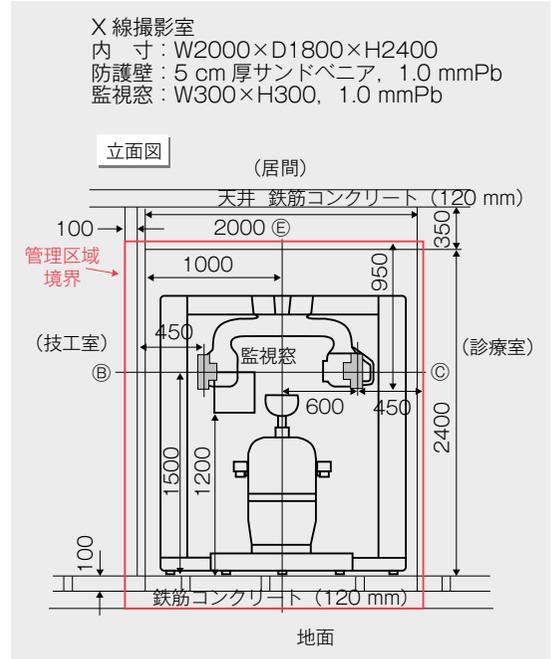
歯科用 CT 撮影室 (構造設備) 側面図
